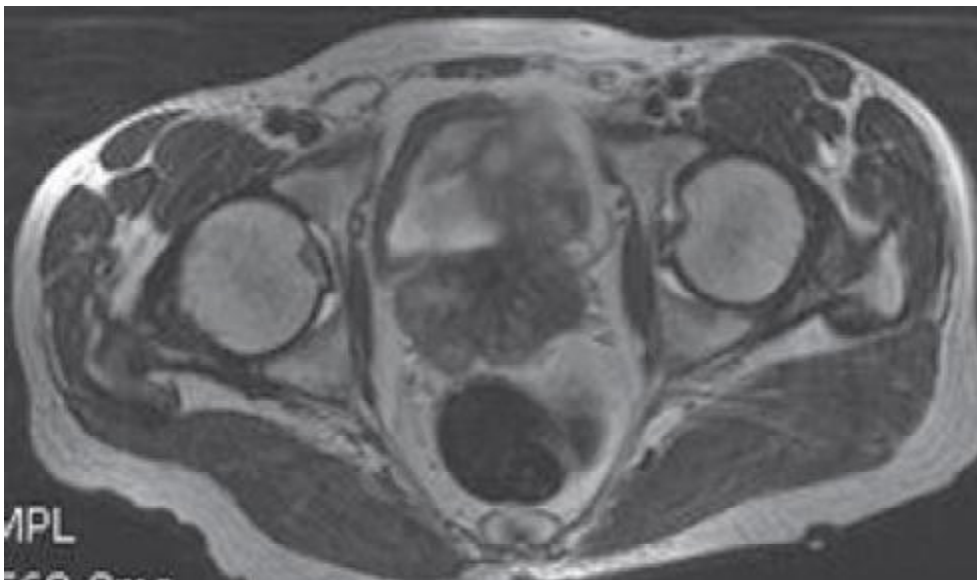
IRM pelvienne ; coupe transversale pondérée en T2 : Prostate hétérogène, de contours bosselés, contractant des rapports intimes avec la vessie et le rectum.
